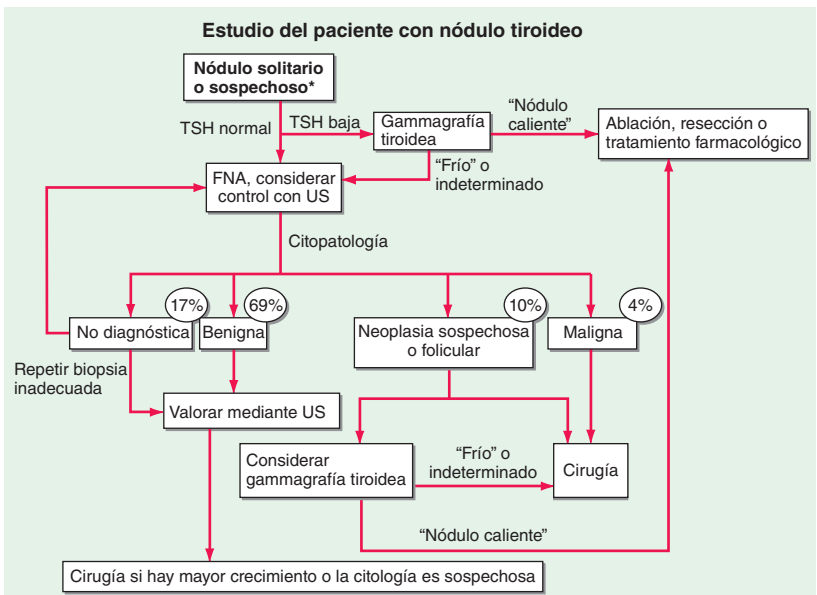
Estrategia para el paciente con un nódulo tiroideo. *Casi una tercera parte de los nódulos son quísticos o mixtos sólido-quísticos. FNA, aspiración con aguja fina; TSH, hormona estimulante de la tiroides; US, ecografía.
